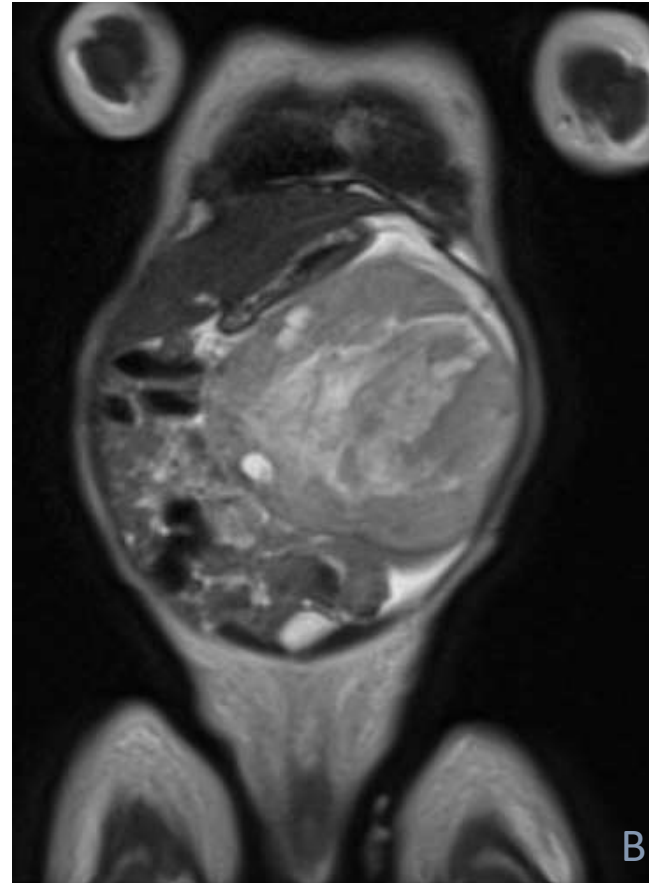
(imagen B). Ampliación con RM del mismo paciente, secuencia T2 HASTE en plano coronal: se observa la masa descrita previamente en el polo renal superior izquierdo. Es heterogénea y muestra áreas hiperintensas focales sugestivas de necrosis/ degeneración quística. Comprime y desplaza todas las estructuras vasculares sin claros signos de infiltración.
